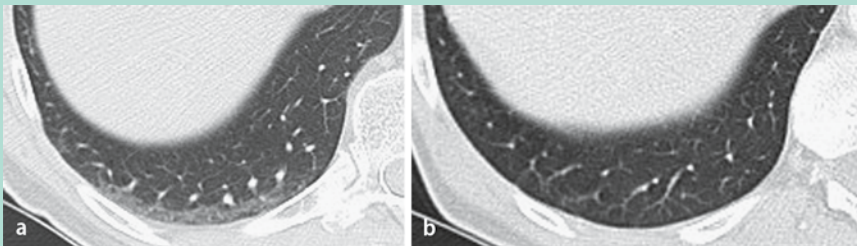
▲ Lagebedingte Belüftungsstörungen bds. dorsal: unauffälliges Lungenparenchym bei einem Patienten zum Tumorstaging. a Wegen einer paravenösen Injektion Anlage eines erneuten intravenösen Zugangs auf dem CT-Gerät; aufgrund der hierdurch bedingten Verzögerung des Untersuchungsbeginns Ausbildung von dorsalen Belüftungsstörungen bds., die sich als Milchglasverdichtungen darstellen. b Bei einer Kontrolluntersuchung mit Untersuchungsbeginn direkt nach der Lagerung des Patienten keine dorsalen Verdichtungen
